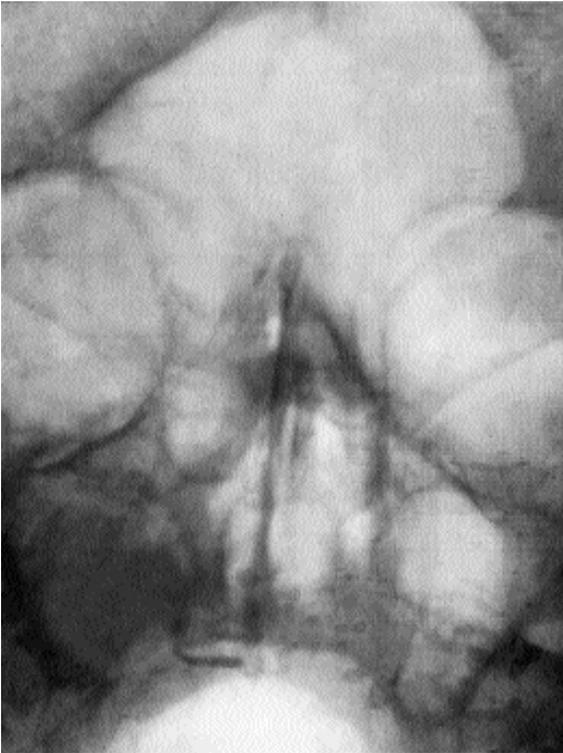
Обзорная рентгенограмма околоносовых пазух больной Р.
